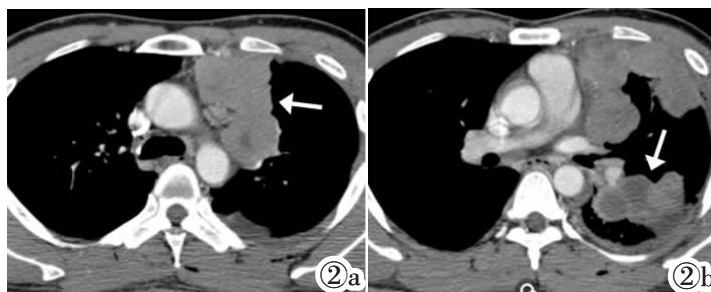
2b 男, 33 岁, 咳嗽、气促 5 天。图 2a: 胸部 CT 增强静脉期纵隔窗显示前纵隔左侧软组织肿块, 形态不规则, 不均匀中度强化 (白箭)。图 2b: 胸部 CT 增强静脉期纵隔窗显示左侧胸膜不规则增厚伴软组织肿块 (白箭); 左侧胸腔少量积液。
